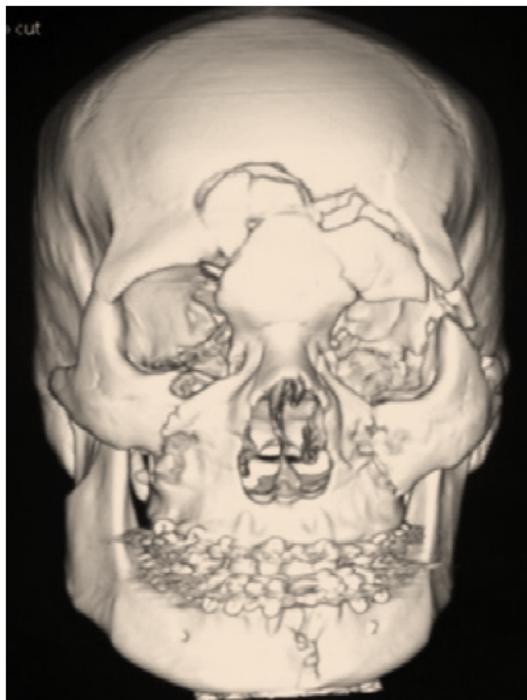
Tomografía Computarizada Tipo Conebeam
